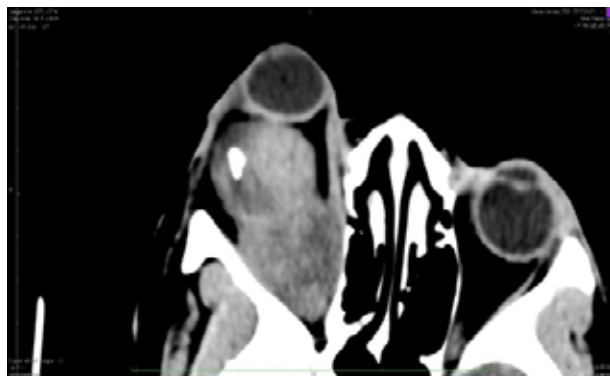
TDM du crâne en coupe axiale montrant une volumineuse masse intra orbitaire
